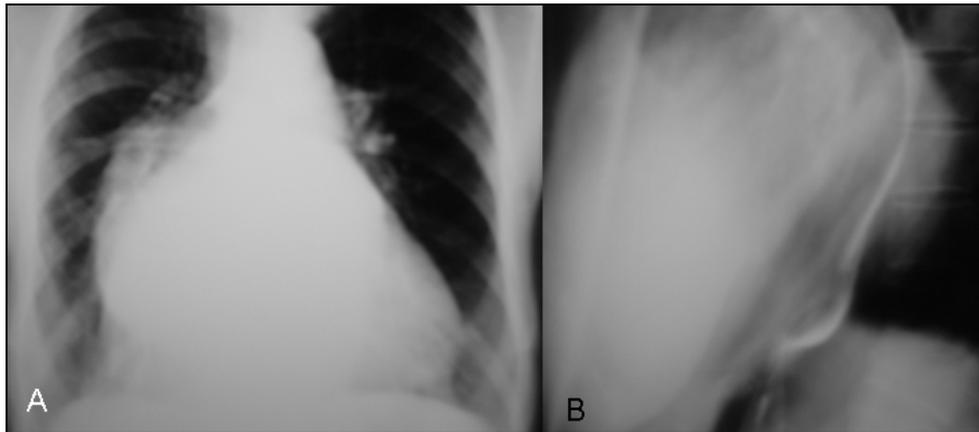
Radiographie en insuffisance mitrale. A. Image frontale; B. Image latérale (l'œsophage est déplacé par la dilatation de l'atrium gauche)
